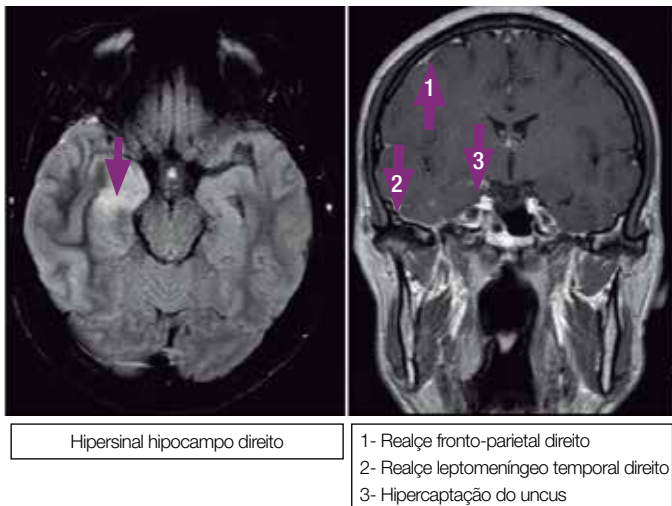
Imagens RM-CE Iniciais
